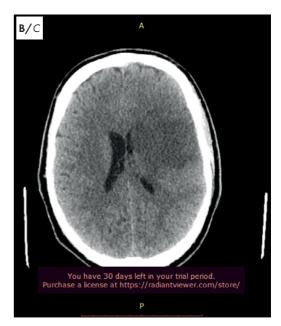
КТ головного мозга с признаками ОНМК по ишемическому типу в бассейне левой СМА: А — в момент поступления больного; Б, В — после тромболизиса на второй день пребывания в стационаре
